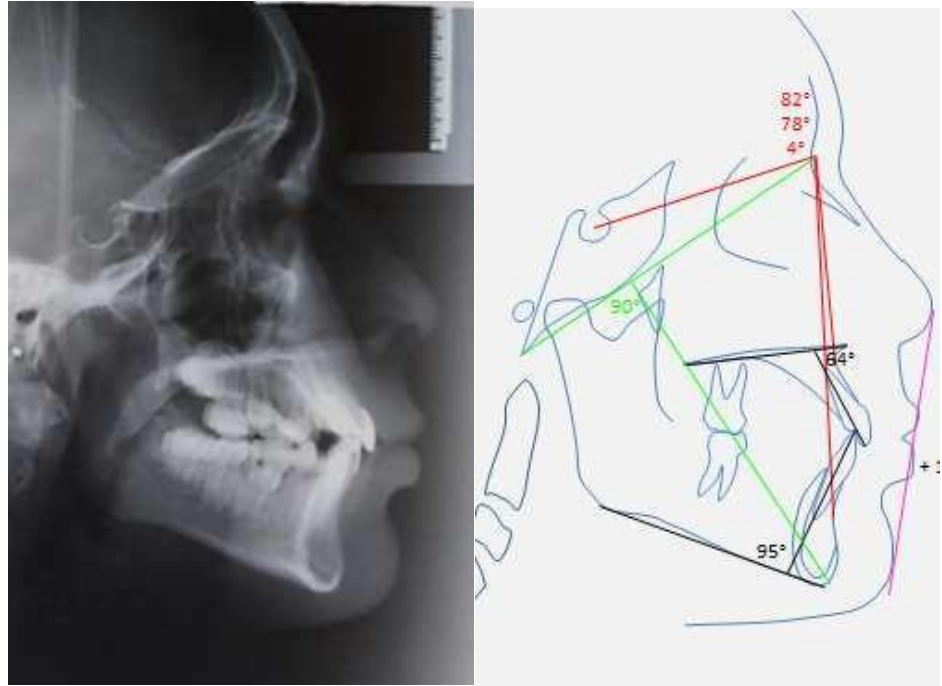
Radiografía lateral inicial, estudio cefalométrico.
